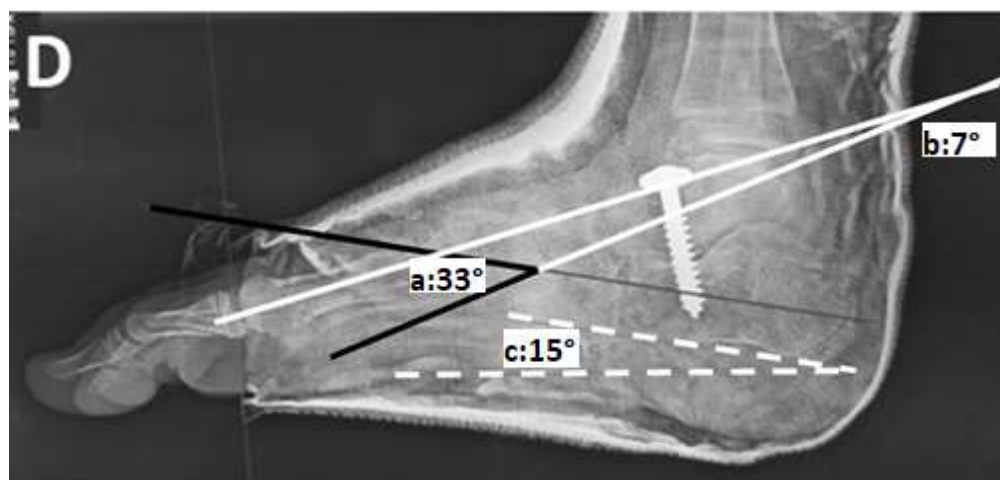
Radiographie de profil chez le même malade montrant une amélioration des angles :
